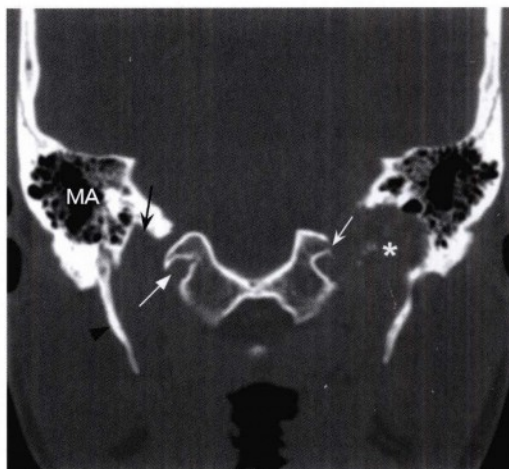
正常右侧颈静脉孔及舌下神经管（白直箭头）层面的冠状位骨窗CT图像，显示左侧颈静脉孔内有一膨胀性的病变（星号），伴不规则的骨质破坏及散在的点状钙化。右侧可见正常的颈静脉球（黑凹箭头）及邻近平滑的骨结构。在舌下神经管上方，靠内侧可见一局灶性骨侵蚀（白凹箭头）。右侧标注有正常茎突（黑无尾箭头）及气化的乳突气房（MA）。
